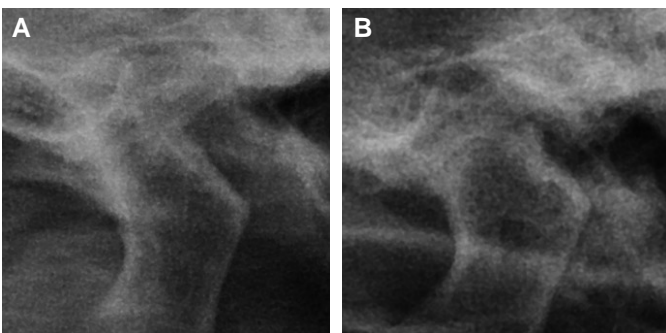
Transcranial radiograph of left temporomandibular joint. (A) At first visit, (B) 10 weeks after interim prostheses delivery.
